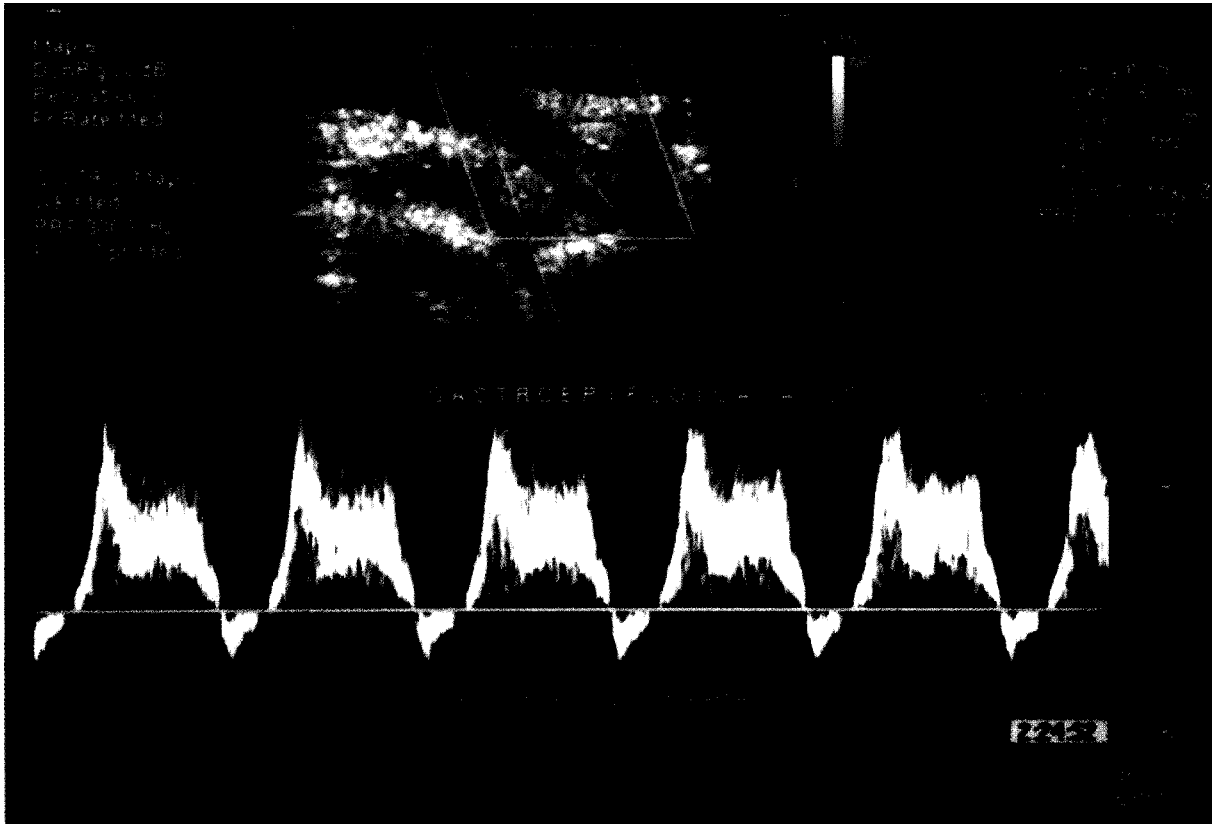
Estudio Doppler de la arteria GE que demuestra flujo diastolico.
